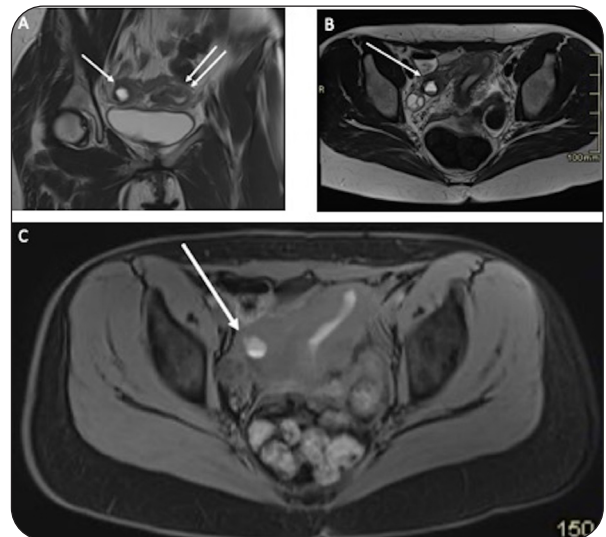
IRM : corne rudimentaire
